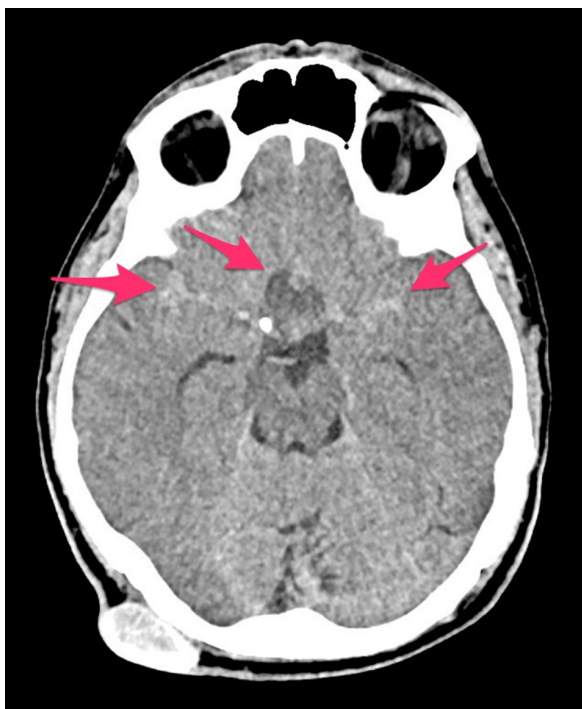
Компьютерная томограмма головного мозга пациента С. при поступлении: стрелками указана кровь в субарахноидальном пространстве и объемное образование sellарной локализации
